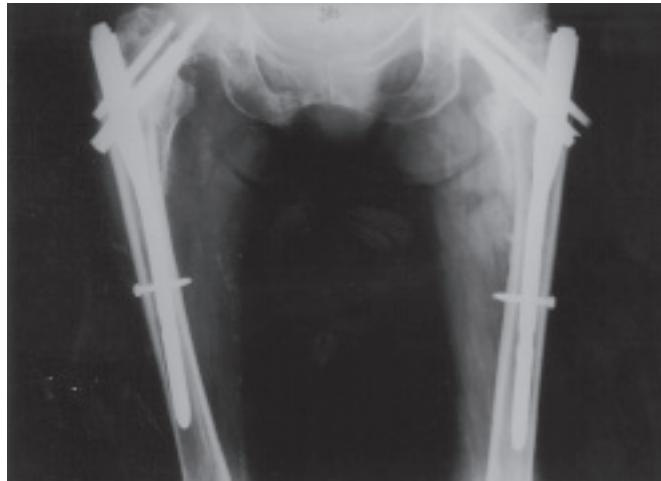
Radiografia ântero-posterior dos quadris, mostrando ambas as fraturas consolidadas após osteossíntese com PFN
